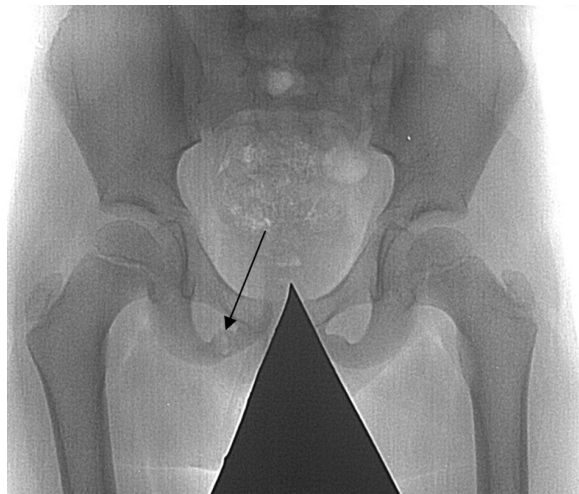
Рентгенограмма таза и тазобедренных суставов.
